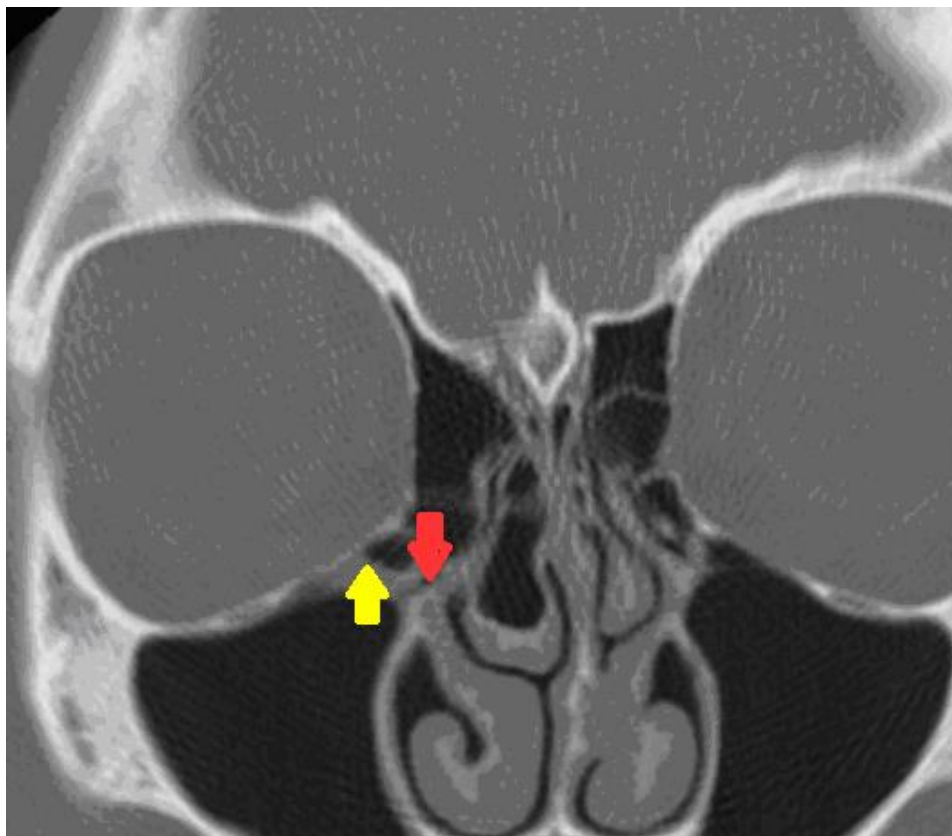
СКТ. Коронарна реконструкція. Жовтою стрілкою вказано клітину Галлера, червоною – область півмісяцевого розтвору.
